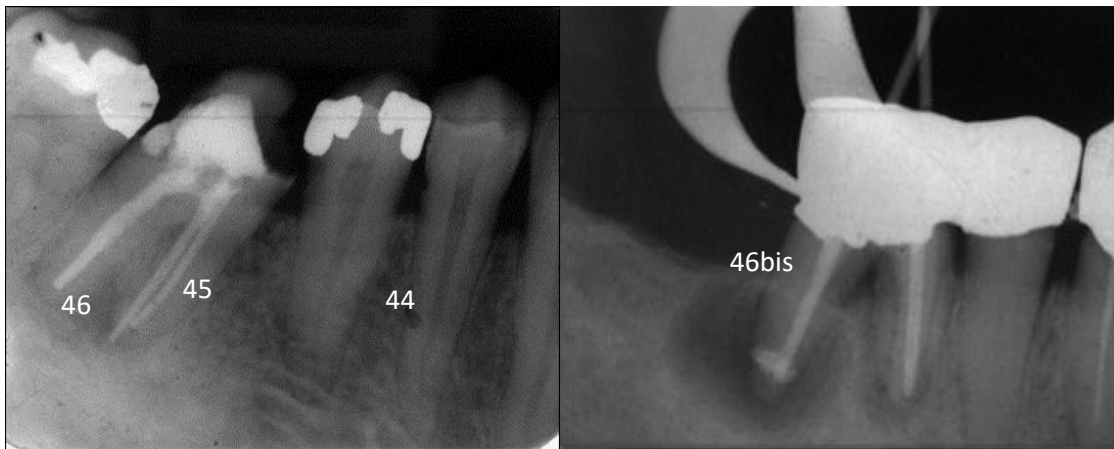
Sistema de evaluación del índice periapical (PAI) según Ørstavik et al, 1986. PAI 1: diente 44: estructuras periapicales normales; PAI 2: diente 45: ligeros cambios en las estructuras óseas; PAI 3: diente 46: cambios en las estructuras óseas y algo de pérdida mineral; PAI 4: diente 46bis (raíz mesial): periodontitis apical con un área radiolúcida bien definida; PAI 5: diente 46bis (raíz distal): periodontitis apical severa con signos de exacerbación.
